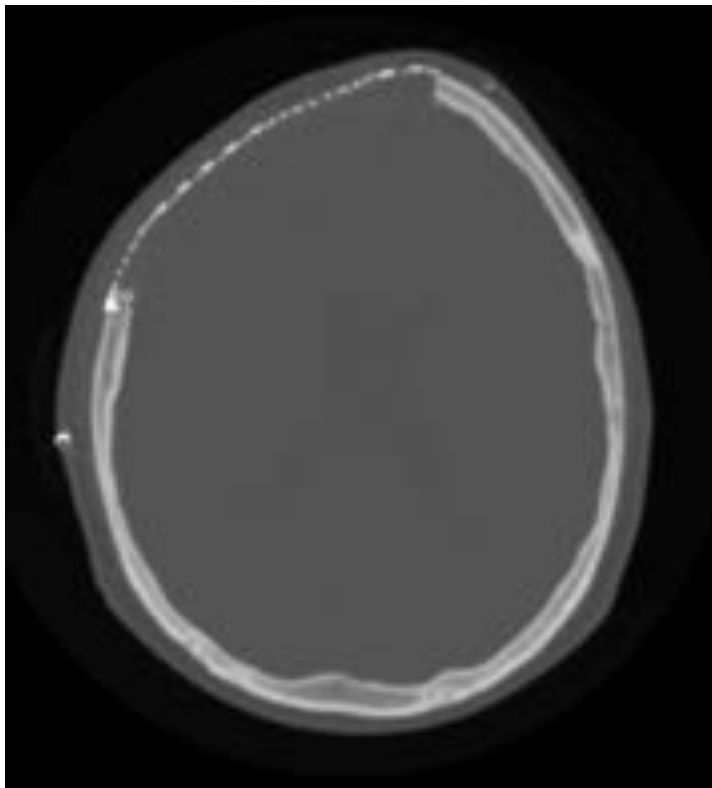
TC de cráneo en el que se observa una craniectomía fronto parietal derecha.
